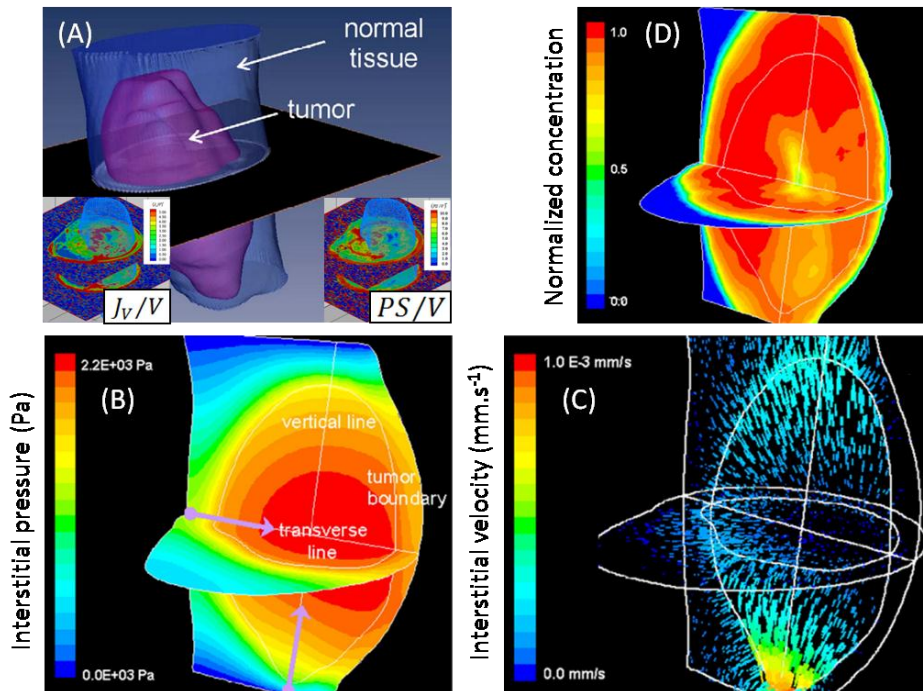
(A) Géométrie issue de l'imagerie IRM (tissu sain et tumoral) ainsi que les cartes fittedes des paramètres vasculaires J_v/V et PS/V . (B et C) Pression et vitesse interstitielle calculées à partir des cartes J_v/V et PS/V précédentes, normalisées puis mises à l'échelle des valeurs nominales de Baxter et Jain [2]. (D) Cartes de concentration d'albumine au temps $t = 30\text{min}$ simulées à partir de (C). La concentration est normalisée selon $C/((1 - \sigma_T)C_p^0)$, avec $C_p(t) = C_p^0 \exp(-t/(\tau_{1/2} \ln 2))$ la concentration plasmatique en entrée vasculaire et $\tau_{1/2} = 3h$ pour l'albumine. (d'après Zhao *et al.* [84])
